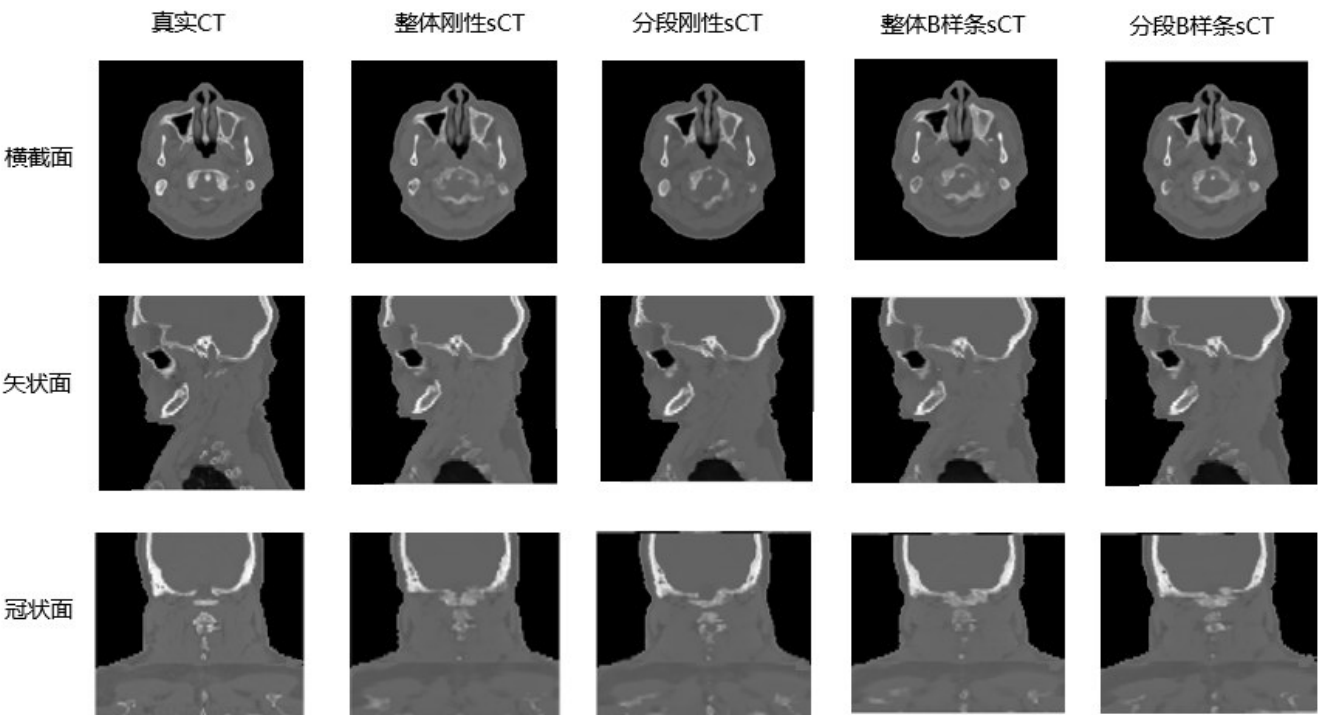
真实 CT 图像和4种配准方法生成的sCT图像横截面、矢状面和冠状面对比
